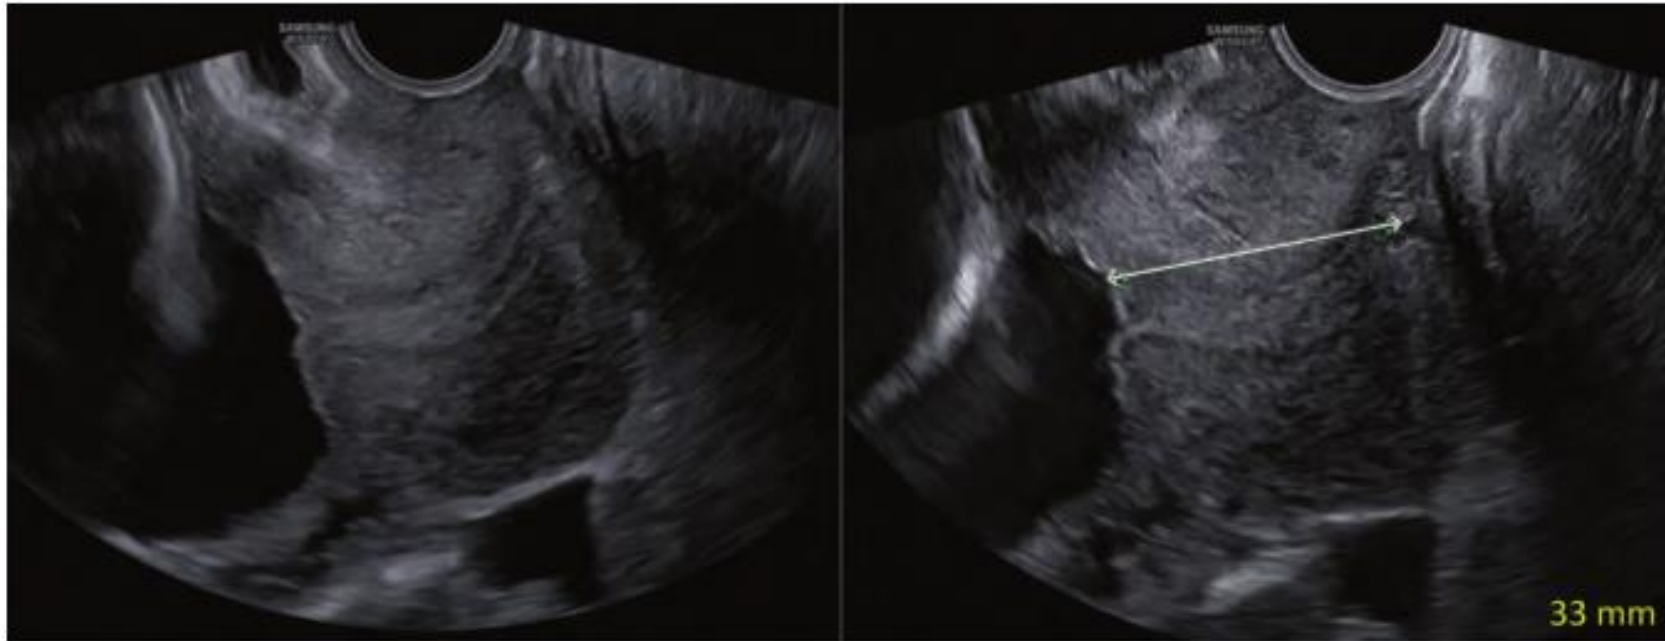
Transvaginal ultrasound images of a normal cervix with slightly hyperechoic cervical mucosa.
